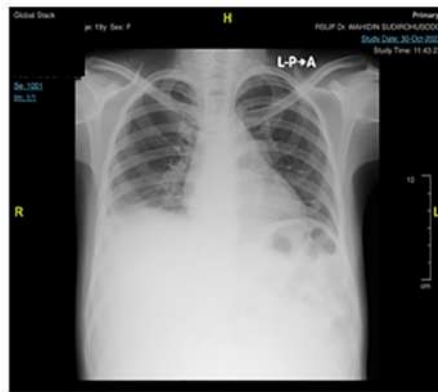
Chest X-ray showed levocardia, pulmonary plethora, enlargement of the main pulmonary artery, and right ventricular hypertrophy.
